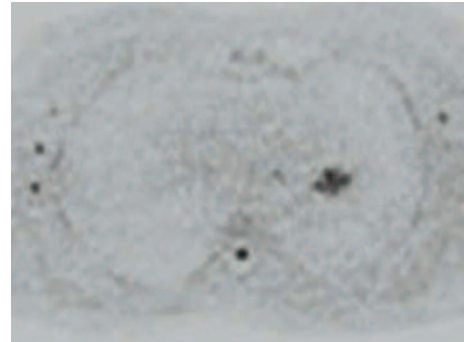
Sequenze DWI, acquisite con b factor pari a 1000.
